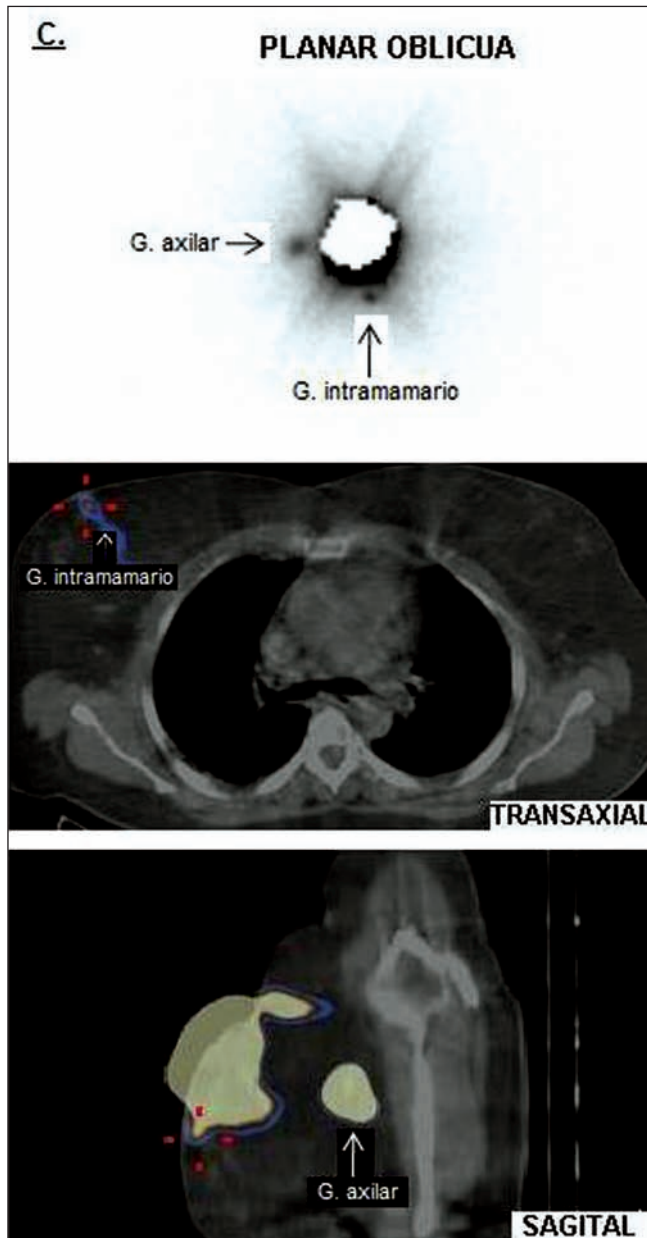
C. Paciente de 58 años con migración del radiocoloide a región axilar derecha. También se objetiva un foco con baja actividad, adyacente a inyección peritumoral inferior que se moviliza a la retracción mamaria y que probablemente sea un ganglio intramamario, comprobado en la tomografía. Así mismo, se aprecian 2 focos ganglionares adyacentes con muy alta actividad en la región axilar derecha.
